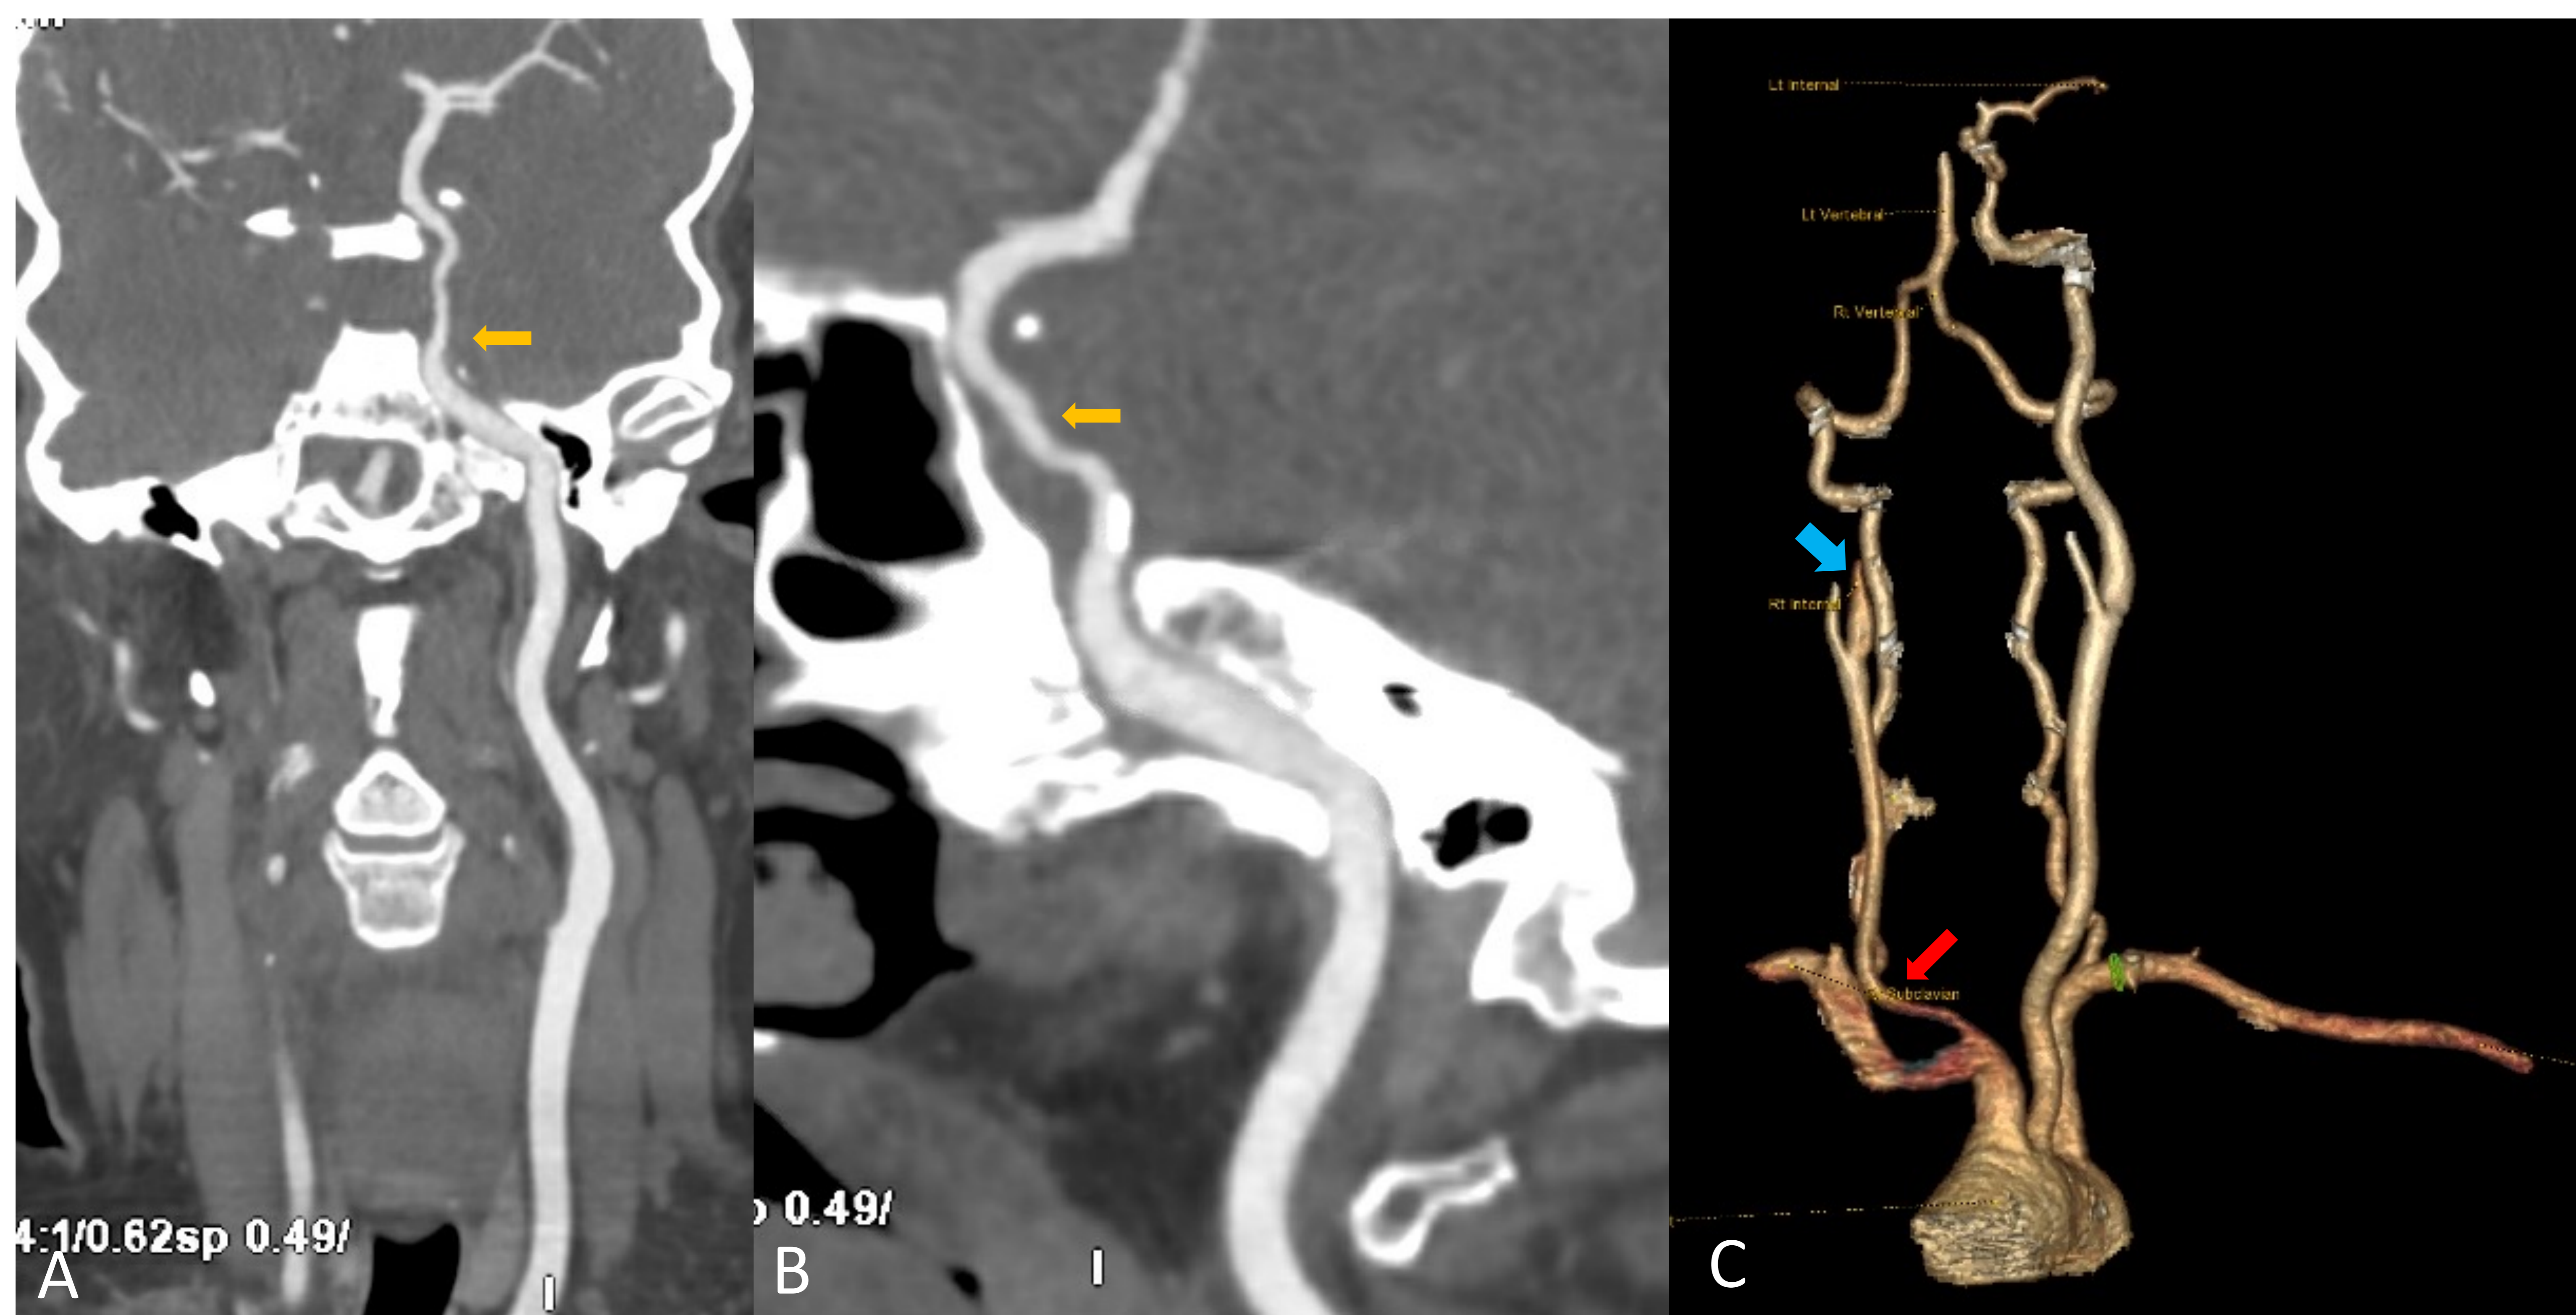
Angio-TC de arterias supra-aórticas cortes axiales: Oclusión completa de ACID en su segmento intracavernoso (flechas amarillas).
